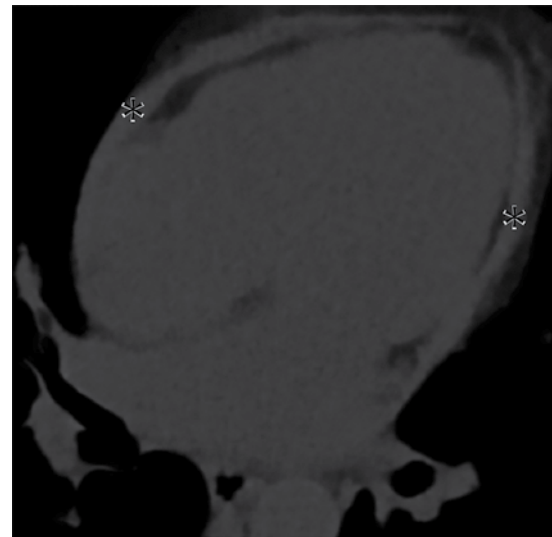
Tomografía simple sin evidencia de calcificación pericárdica.
